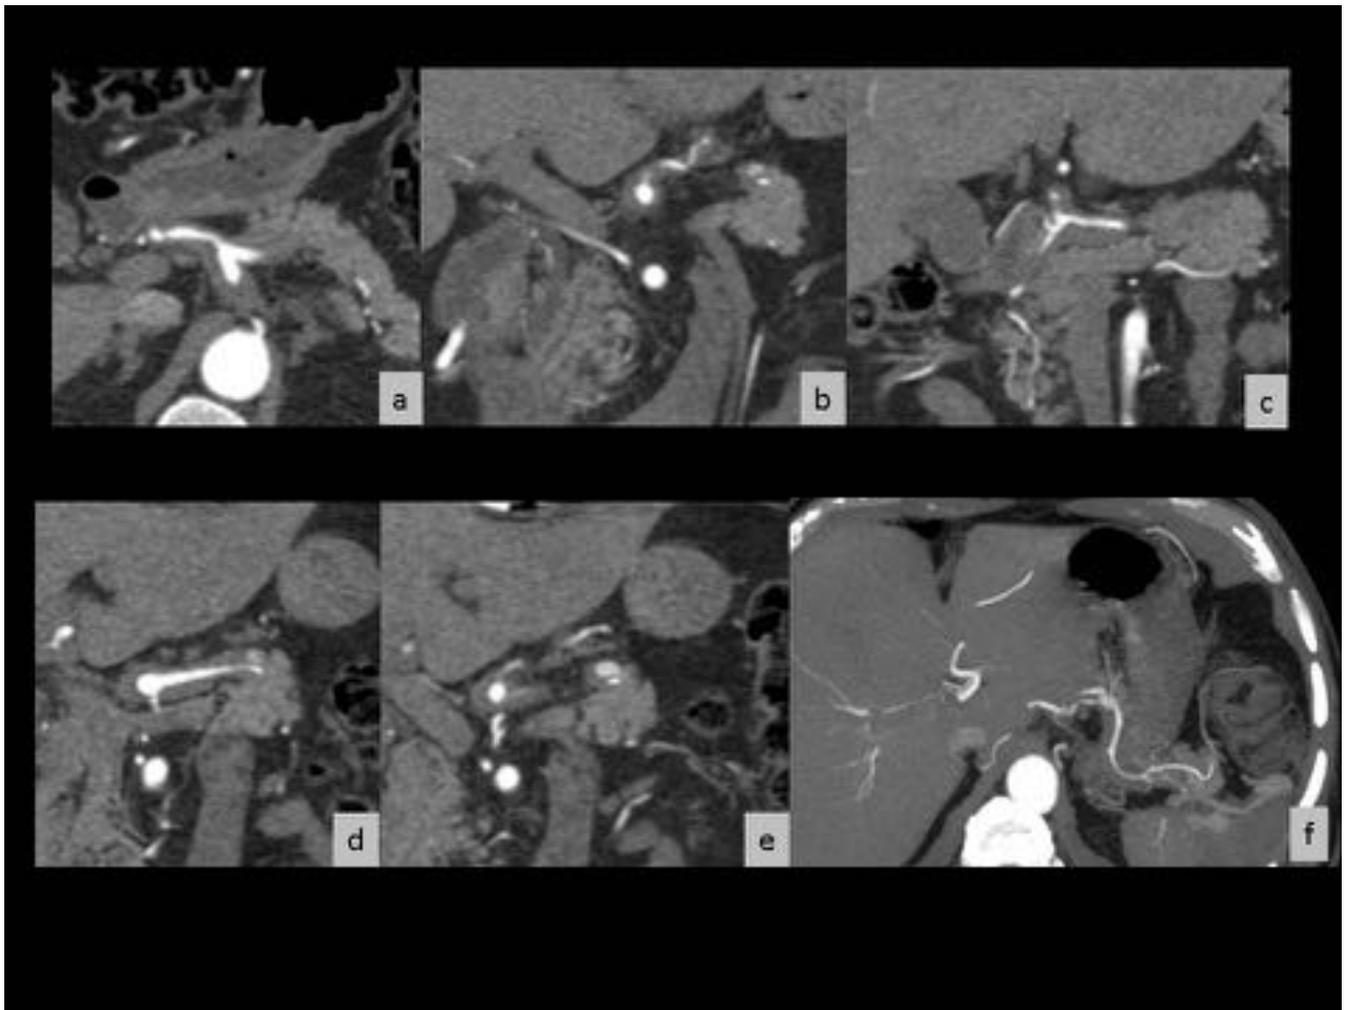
Mismo paciente que fig.27. 15 días más tarde. Persiste el aumento de partes blandas alrededor del a) TC , b) arteria gástrica izquierda, C) arteria hepática y d) esplénica con e-f) pseudoaneurisma en arteria esplénica.
